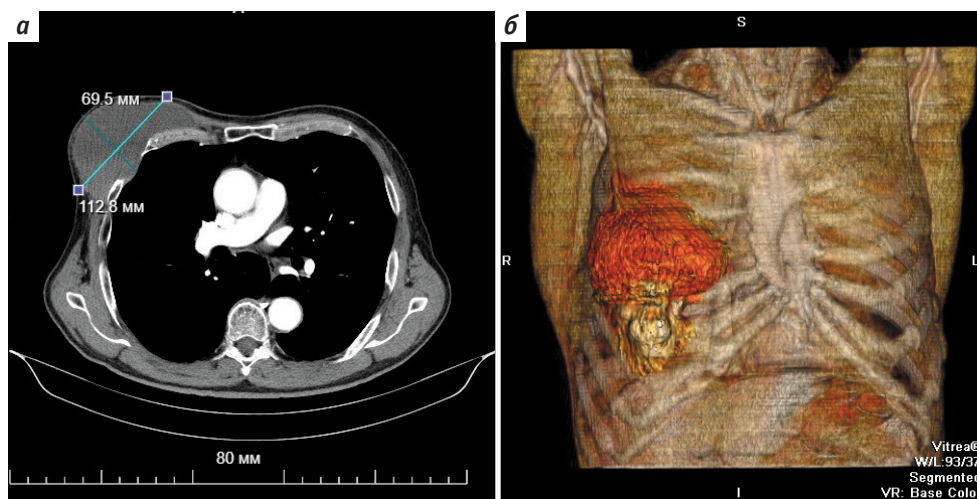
Спиральная компьютерная томография органов грудной клетки до операции: а — аксиальная проекция; б — 3D-реконструкция
